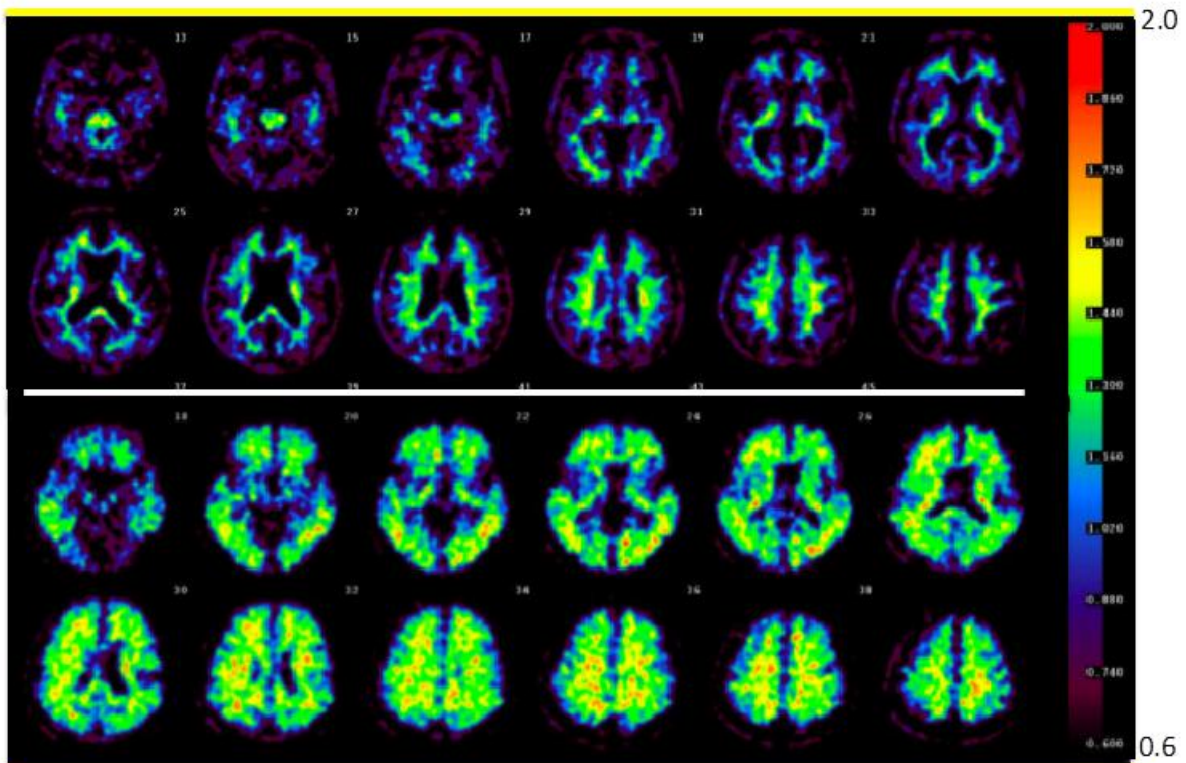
PET画像( $^{18}\text{F}$ -AV45)によるAlzheimer病と正常対照者(HC)の比較
